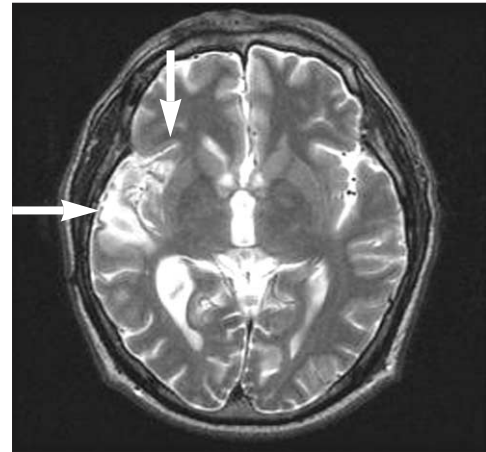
T₂ weighted MRI shows encephalomalacia in right temporal lobe (large arrow) and insular cortex (small arrow), due to post-op change.
